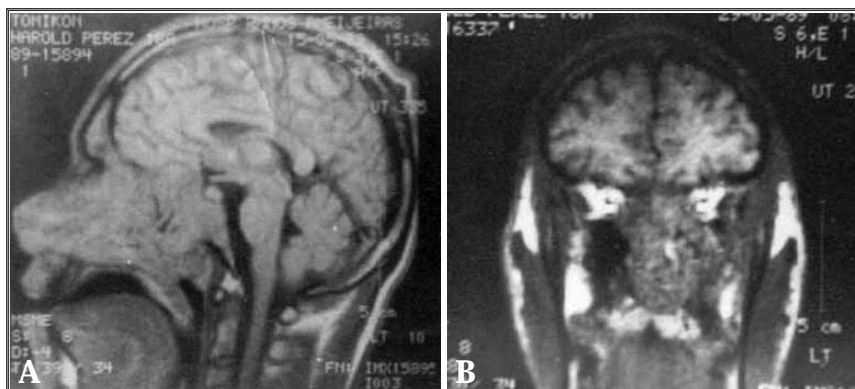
Estudios de Resonancia Magnética Nuclear realizados en el paciente mostrado en la Figura 1. A. Corte sagital. Se constata la masa tumoral que ocupa las fosas nasales, y el esfenoides. B. Corte coronal. Se aprecia la deformación de las estructuras del macizo facial causada por la masa tumoral.
